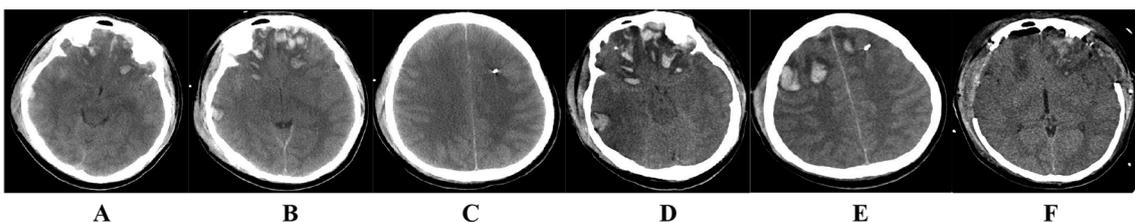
个例致伤及治疗后的 CT 表现 A 为致伤后 4 h 患者 CT 表现, 提示双侧额叶脑挫裂; B 为致伤后 8 h CT 表现, 患者已行颅内压监护探头置入术, 脑挫裂伤较前略加重; C 为致伤后 8 h CT 表现, 所示为金属探头位置, 颅内压值为 15 mm Hg; D 为致伤后 23 h CT 表现, 复查 CT 示脑挫裂伤灶较前增多, 予以行开颅血肿清除及去骨瓣减压术; E 为致伤后 23 h CT 表现, 复查 CT 示脑挫裂伤灶较前增多, 颅内压值持续为 30 mm Hg; F 为术后 CT 表现, 脑挫裂伤灶基本清除。
